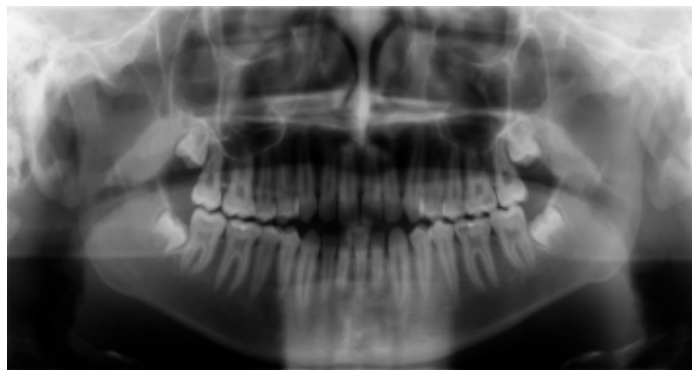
D. Castellanos. (s.f). Tipos de radiografías dentales. Recuperado de:
